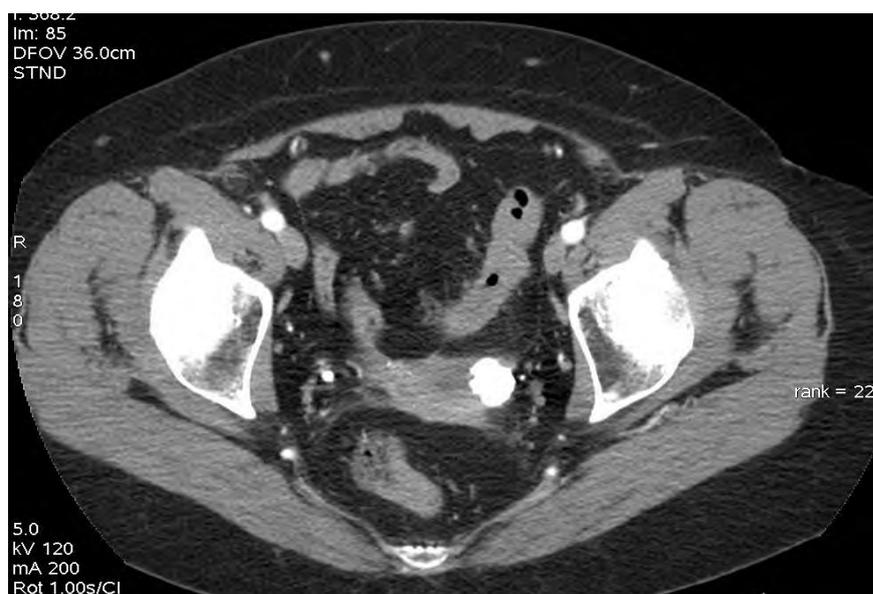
На КТ-изображении, в нативном режиме определяется муфтообразное утолщение сигмовидного отдела ободочной кишки за счет неопластического процесса – аденокарцинома (обозначена стрелкой). Паракишечная клетчатка тяжистая, включает в себя мелкие регионарные лимфатические узлы.
